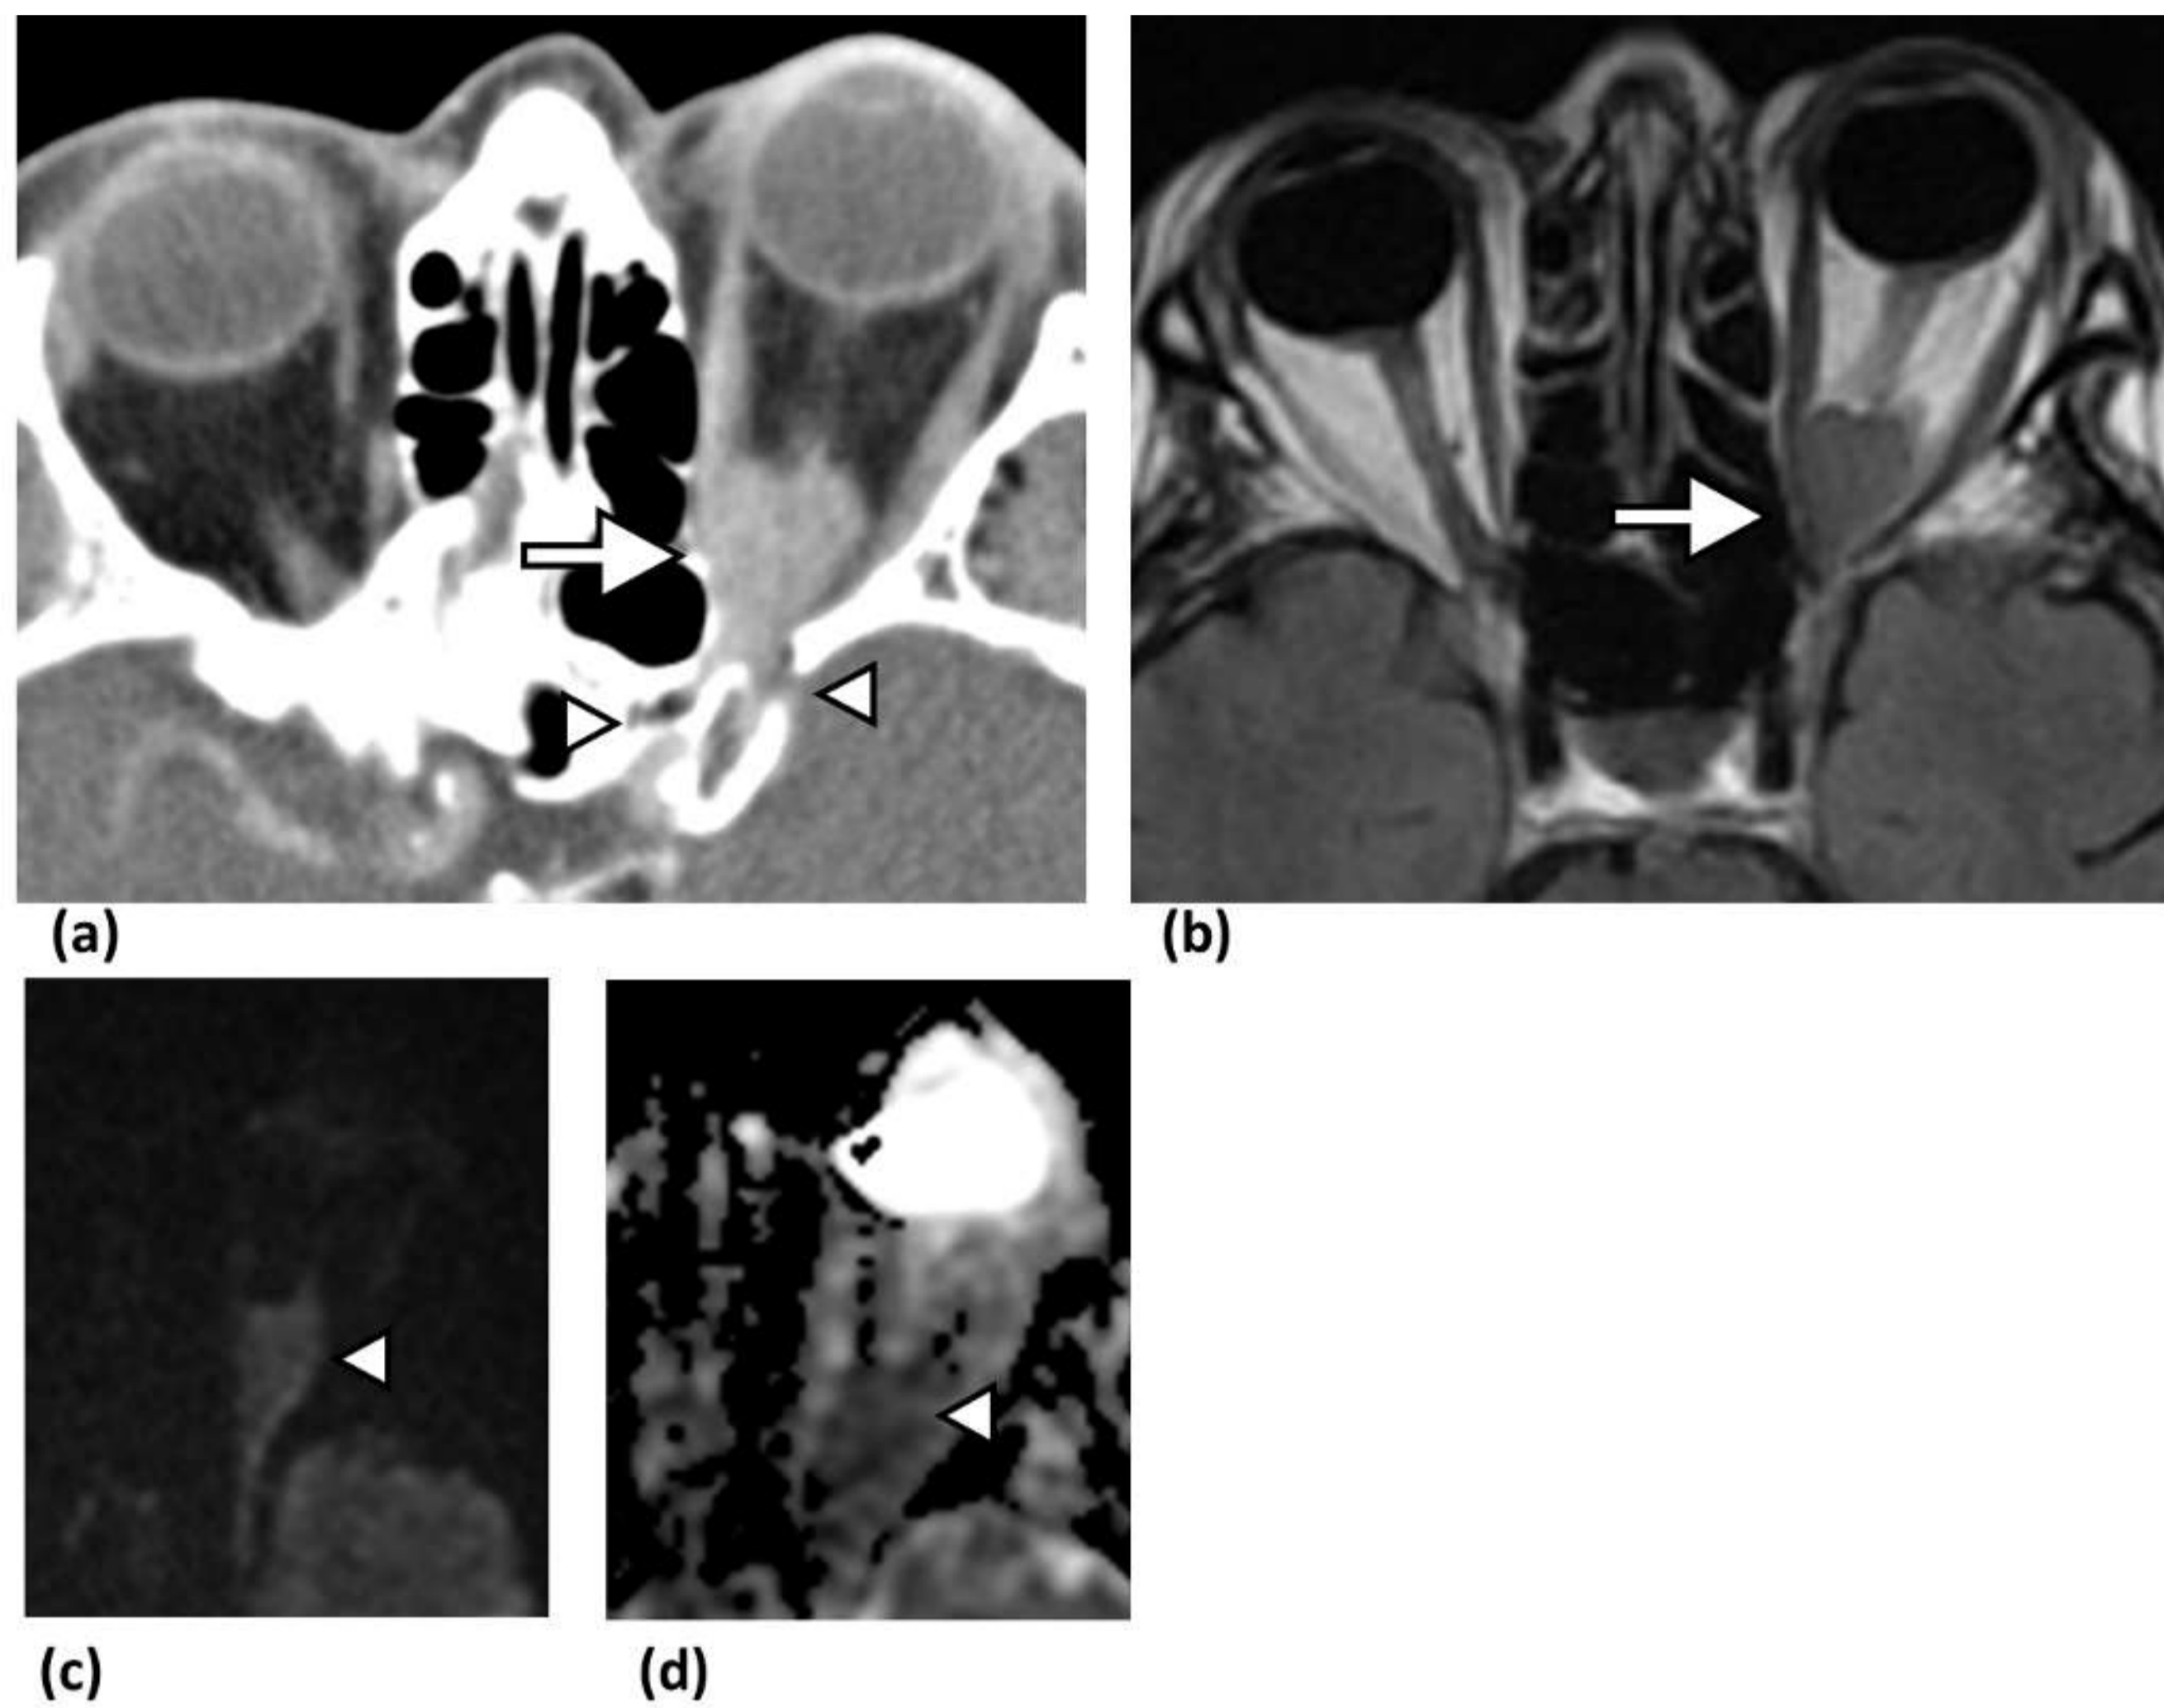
Linfoma MALT. (a) Imagen axial de TC con contraste, obtenida en un hombre de 74 años, que muestra una masa que realza en el ápex orbitario izquierdo (flecha). Causa proptosis ocular discreta, afectando la fisura orbitaria superior y el canal óptico proximal (puntas de flecha en a). (b) En una imagen axial de RM FLAIR, la lesión aparece ligeramente hiperintensa comparado con el músculo (flecha). (c) En imágenes de difusión (DWI) y (d) ADC, la lesión muestra difusión restringida (puntas de flecha en c y d).
